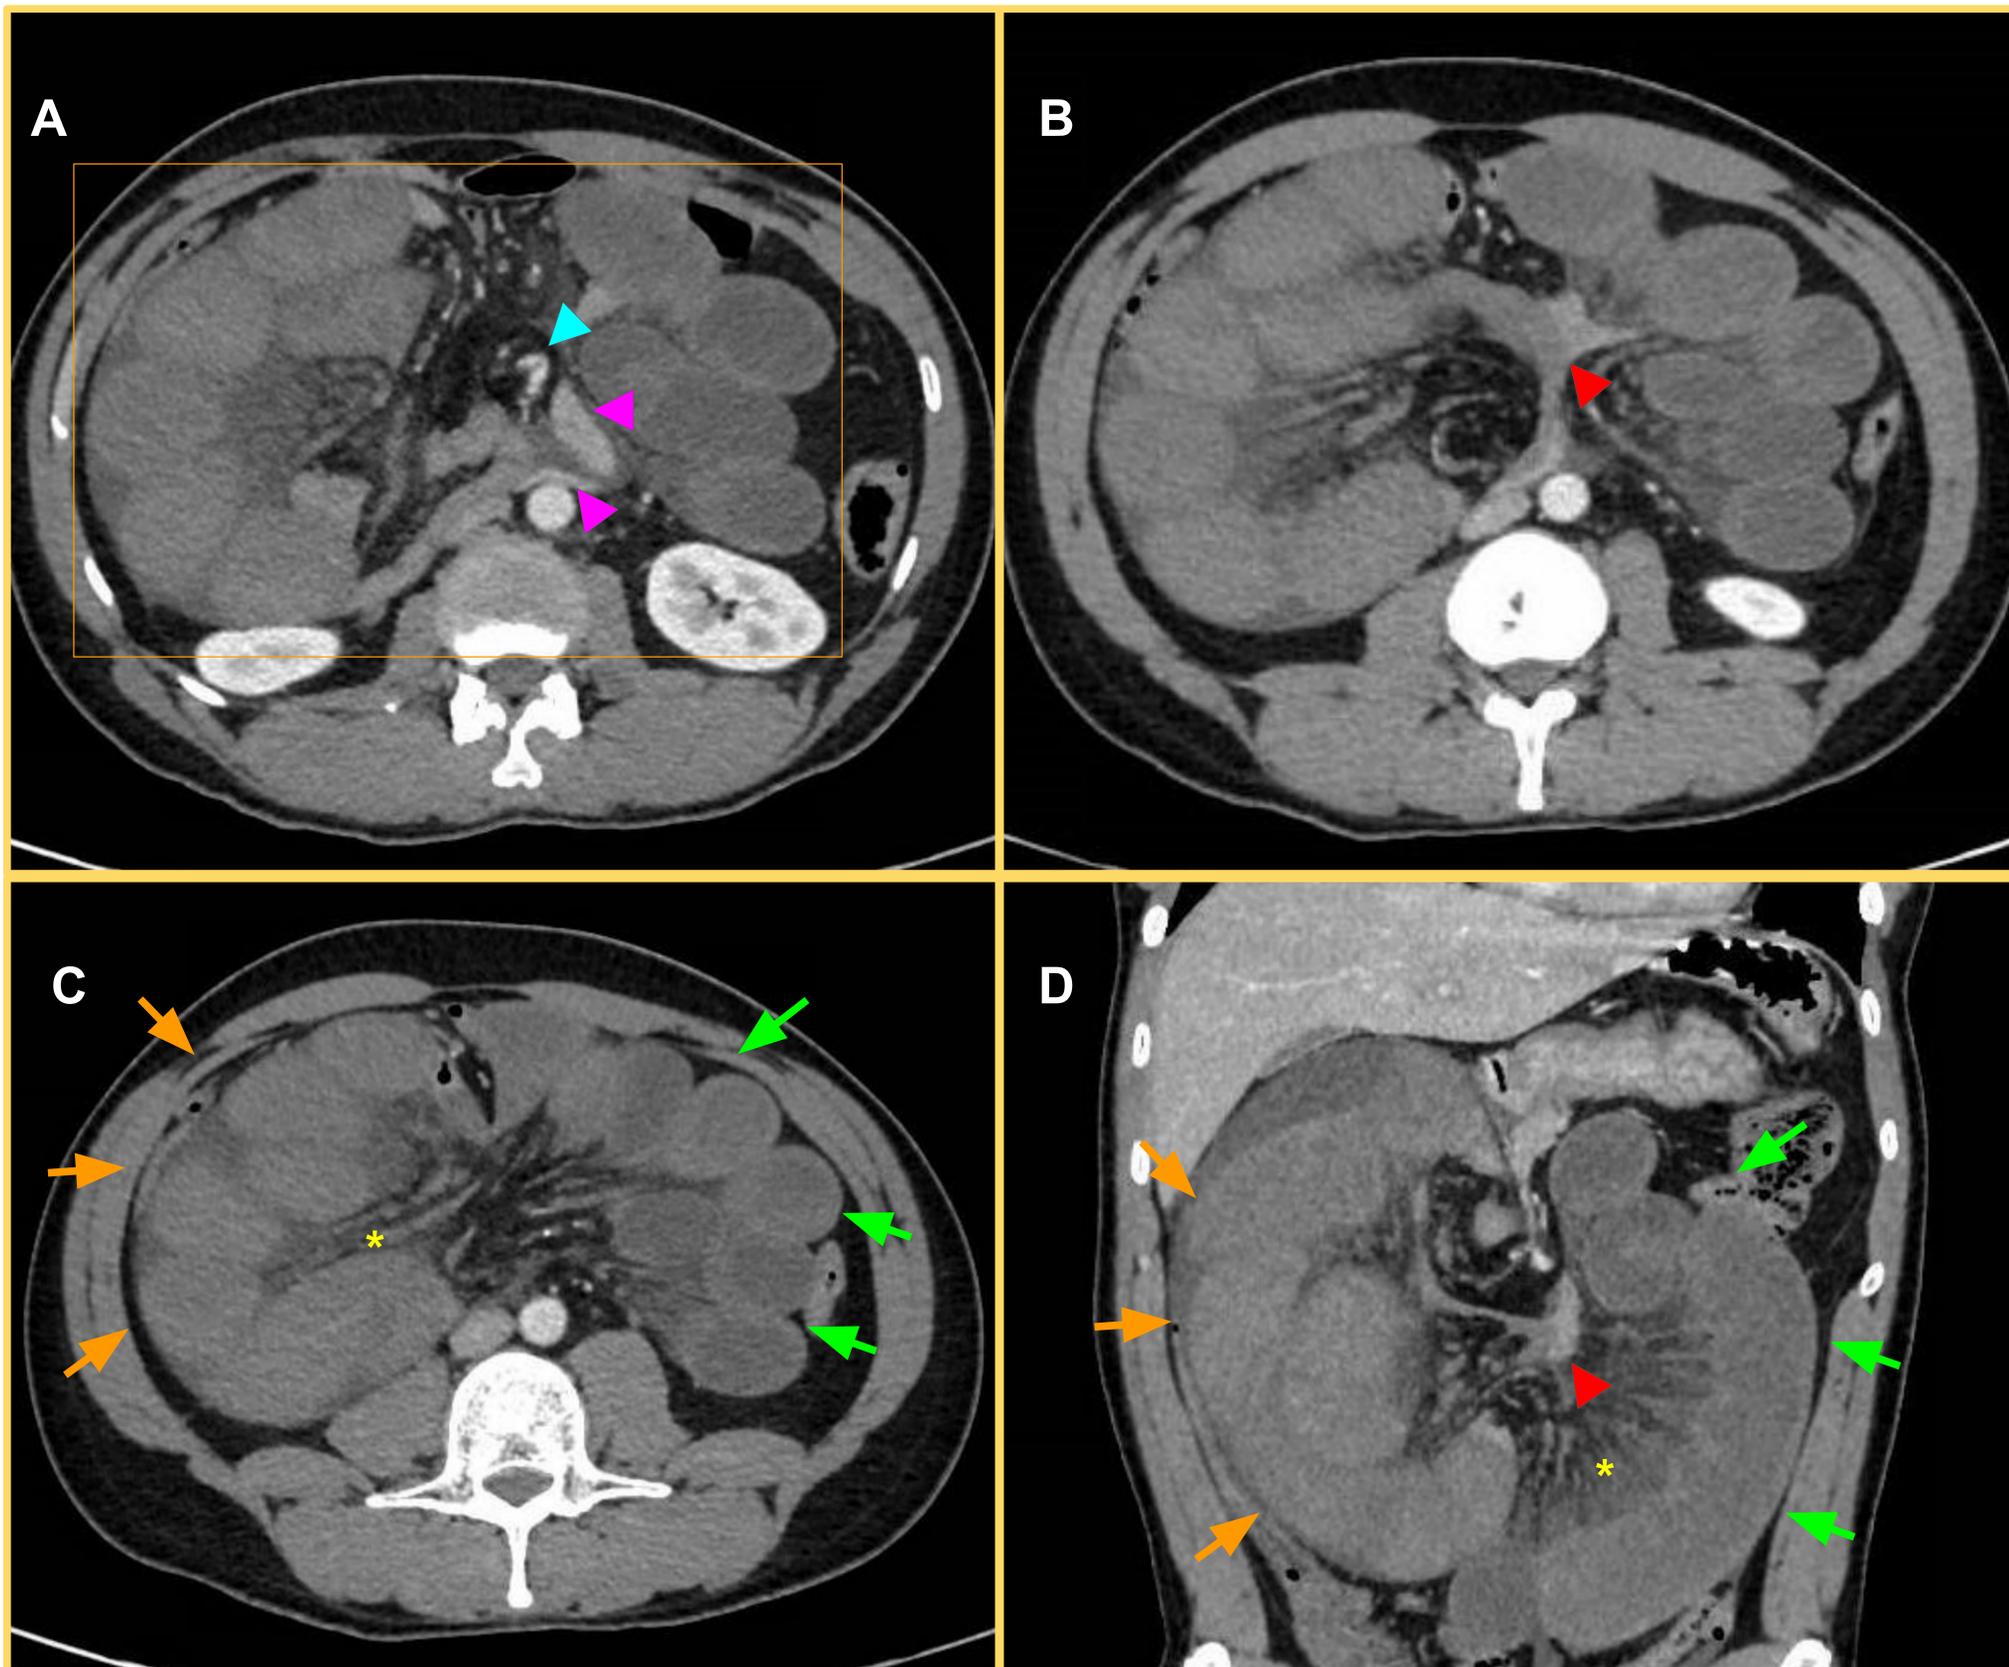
Hernia interna paraduodenal derecha con signos de obstrucción intestinal y sufrimiento de asas. Varón de 30 años sin antecedentes personales que acude a urgencia por inicio súbito de dolor abdominal de intensidad alta refractario al tratamiento médico. *Imágenes correspondientes a cortes axiales [de más craneal a más caudal] y coronal de TC de abdomen y pelvis con contraste yodado intravenoso, con adquisición en fase portal.* A y B) Voluminoso grupo de asas de intestino delgado marcadamente dilatadas (yeyunoileales) y de aspecto encapsulado (rectángulo naranja), que se dirigen hacia el espacio pararenal anterior derecho. La tercera y cuarta porción duodenal se identifican colapsadas (cabeza de flecha morada), apreciando un punto de cambio brusco de calibre en duodeno distal (cabeza de flecha roja). Se observa la AMS y otros vasos mesentéricos en el cuello del orificio herniario, con giro brusco hacia atrás y la derecha (cabeza de flecha azul). C y D) Signos de sufrimiento de asas: asas agrupadas en hemiabdomen izquierdo (yeyunales) con engrosamiento e hiperrealce parietal (flechas verdes), y asas agrupadas en hemiabdomen derecho (ileales) sin realce parietal sugestivo de isquemia/necrosis (flechas naranjas). Asocia líquido libre en saco herniario, ingurgitación de los vasos mesentéricos y edema mesentérico (asterisco amarillo).
